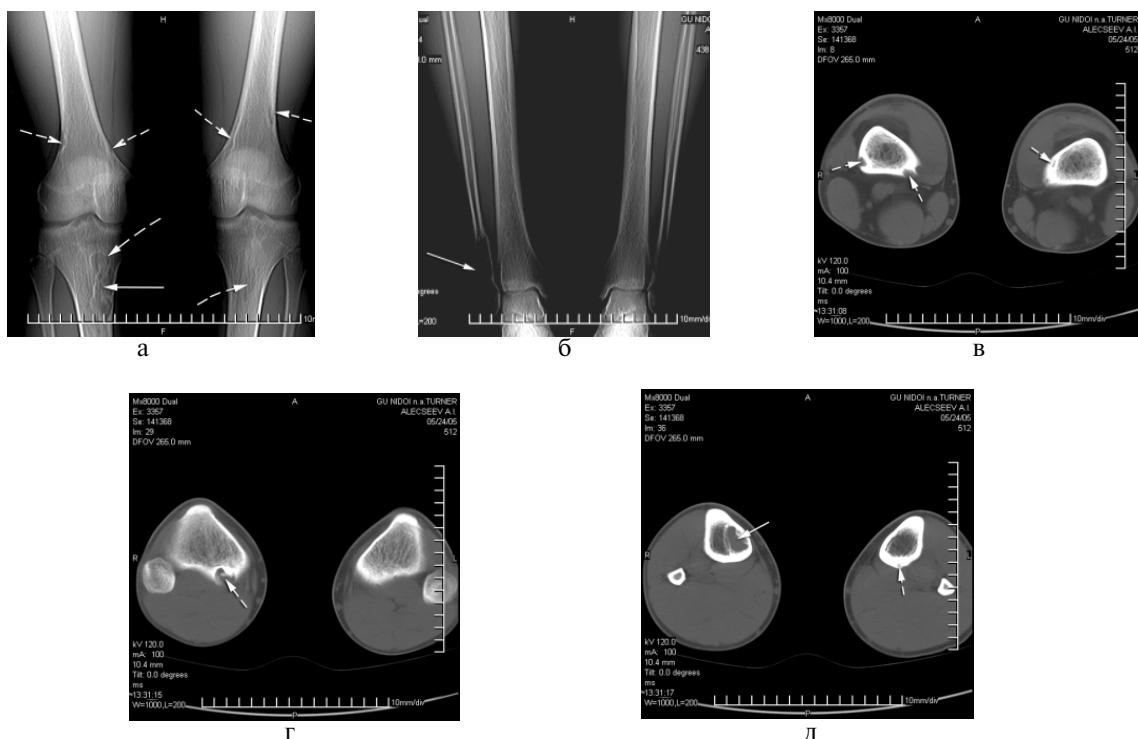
Пациент А., 16 лет, диагноз: множественные метафизарные фиброзные дефекты (показаны пунктирующими стрелками) и неоссифицирующиеся фибромы (показаны сплошными стрелками) костей нижних конечностей: а – компьютерные топограммы области коленных суставов; б – то же голеностопных суставов, в – компьютерные томограммы дистальных метафизов бедренных костей; г, д – проксимальных метафизов костей голени. Очаг метафизарного фиброзного дефекта на уровне проксимального метафиза правой большеберцовой кости расположен по заднемедиальной поверхности, вследствие чего во фронтальной плоскости его тень накладывается на изображение расположенного вентральнее и несколько ниже очага неоссифицирующейся фибромы.
